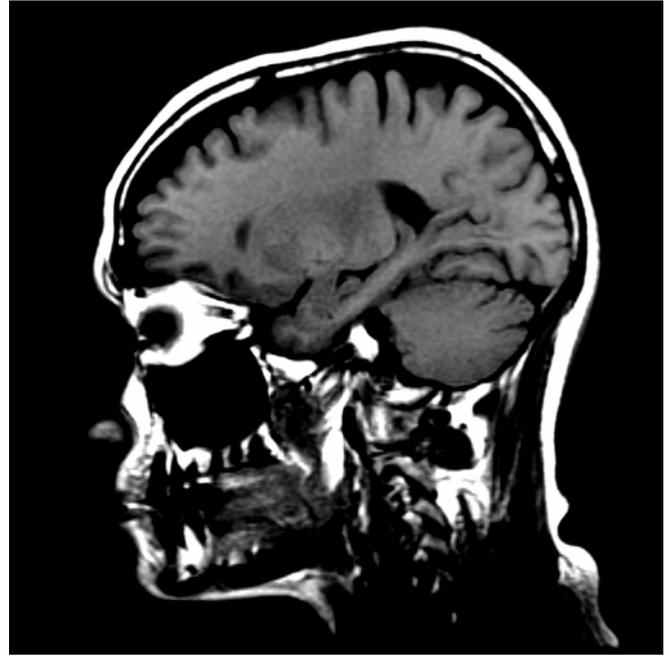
RMN año 2006 del caso clínico. Corte sagital de hipocampo derecho.
